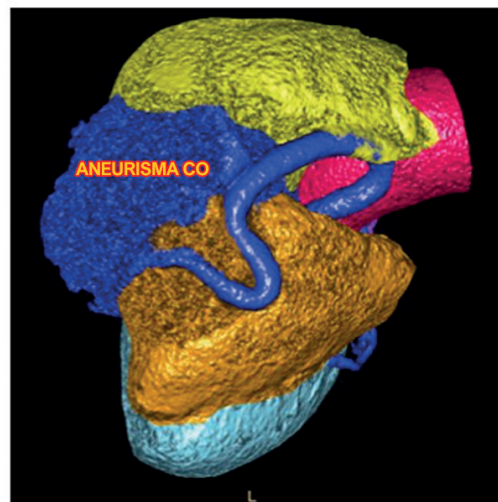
Reconstrução tridimensional da angiotomografia demonstrando ectasia e o aneurisma gigante de artéria coronária direita. CO: coronário.
